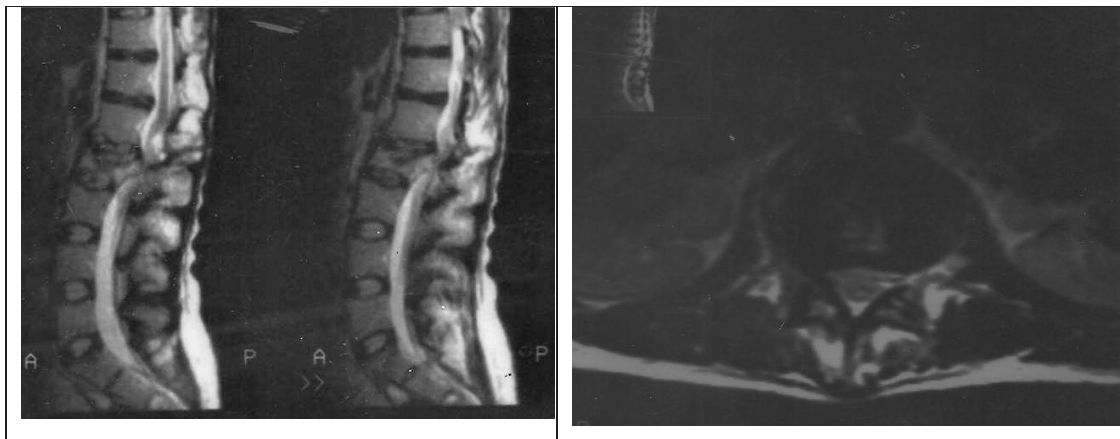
Консолідований компресійно-осколковий перелом тіла L2, МРТ показники кістозно-спайкового арахноїдиту, каудиту без динаміки протягом 2-х років.
